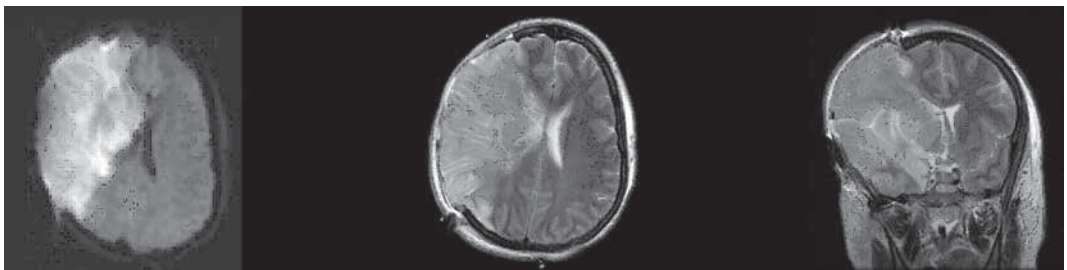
Paciente con infarto hemisférico izquierdo que necesitó craniectomía descompresiva y duroplastia. Nótese el volumen del hemisferio cerebral edematoso y la herniación significativa del tejido encefálico a través del sitio de la craniectomía (RMN secuencias de Difusión y T2)
